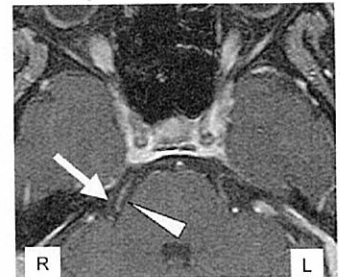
MRI 水平断像。三叉神経（矢印）を外側に圧迫する上小脳動脈（矢頭）が認められる。
